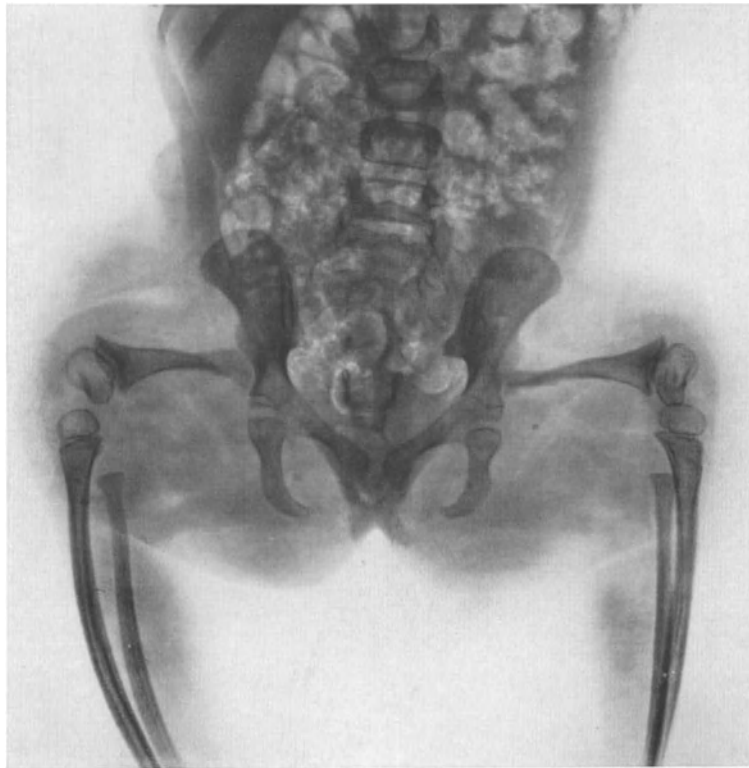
In utero bestrahltes Kind (Anneliese W.). 6. 6. 30. Röntgenaufnahme des Beckens, des Ober- und Unterschenkels. Säßelscheidenform der Tibia, hochgradige Verkürzung des Oberschenkelknochens, pathologische Beckenform.
